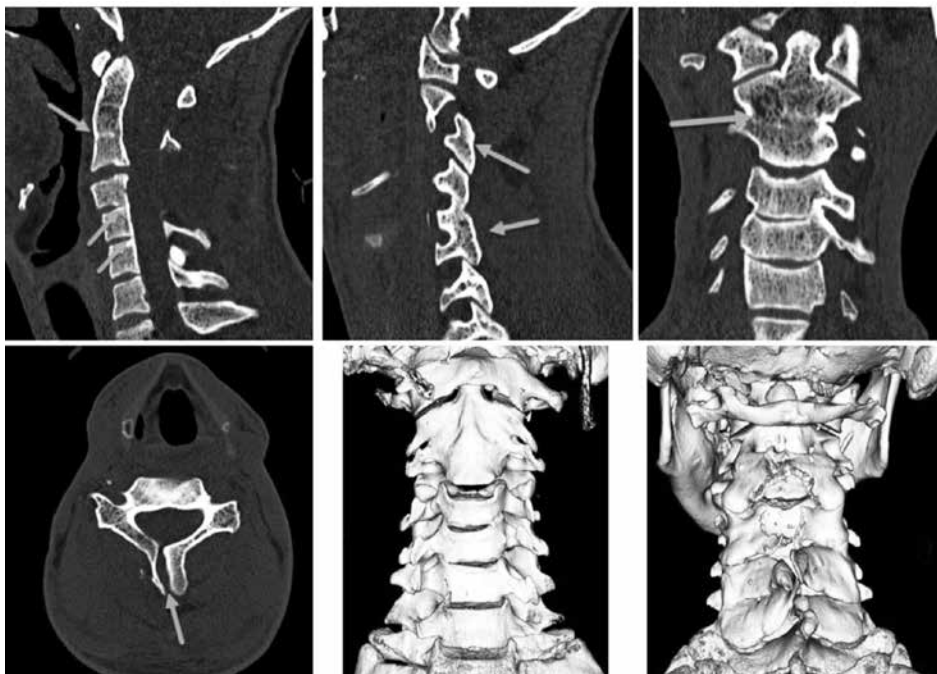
КТ шейного отдела позвоночника при поступлении
